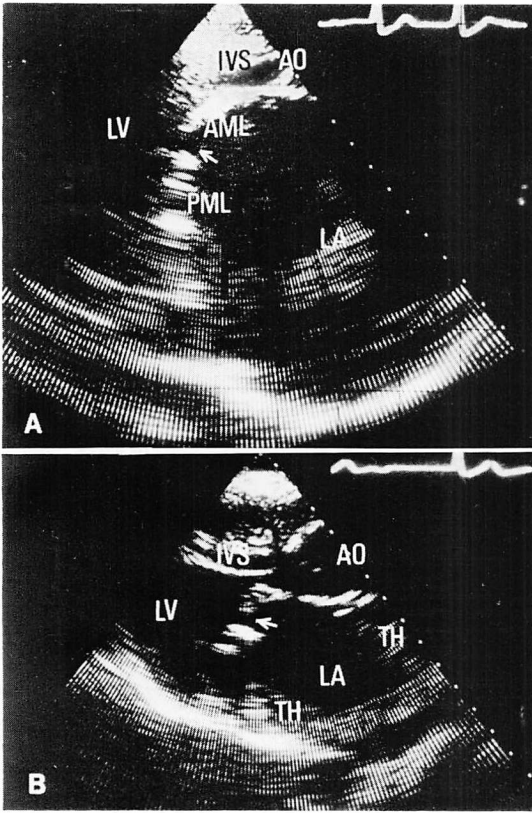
Long-axis views of the 2D echocardiograms in a different type of mitral valve replacement.
